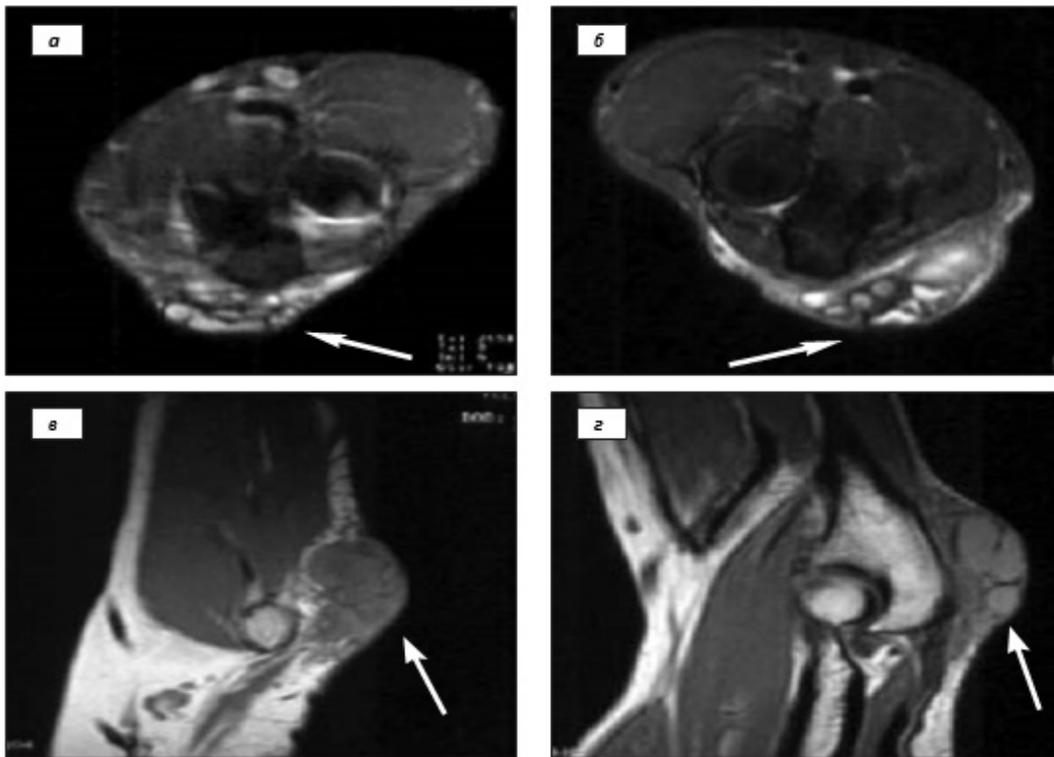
МРТ левого локтевого сустава: режим STIR, поперечные срезы (а, б); режим SET1, сагиттальные срезы (в, г). В области локтевого отростка имеется мягкотканое образование – тофус (показан белыми стрелками) с четкими границами и септальными перегородками без признаков отека перифокальных мягких тканей. Костно-суставная система без изменений.
